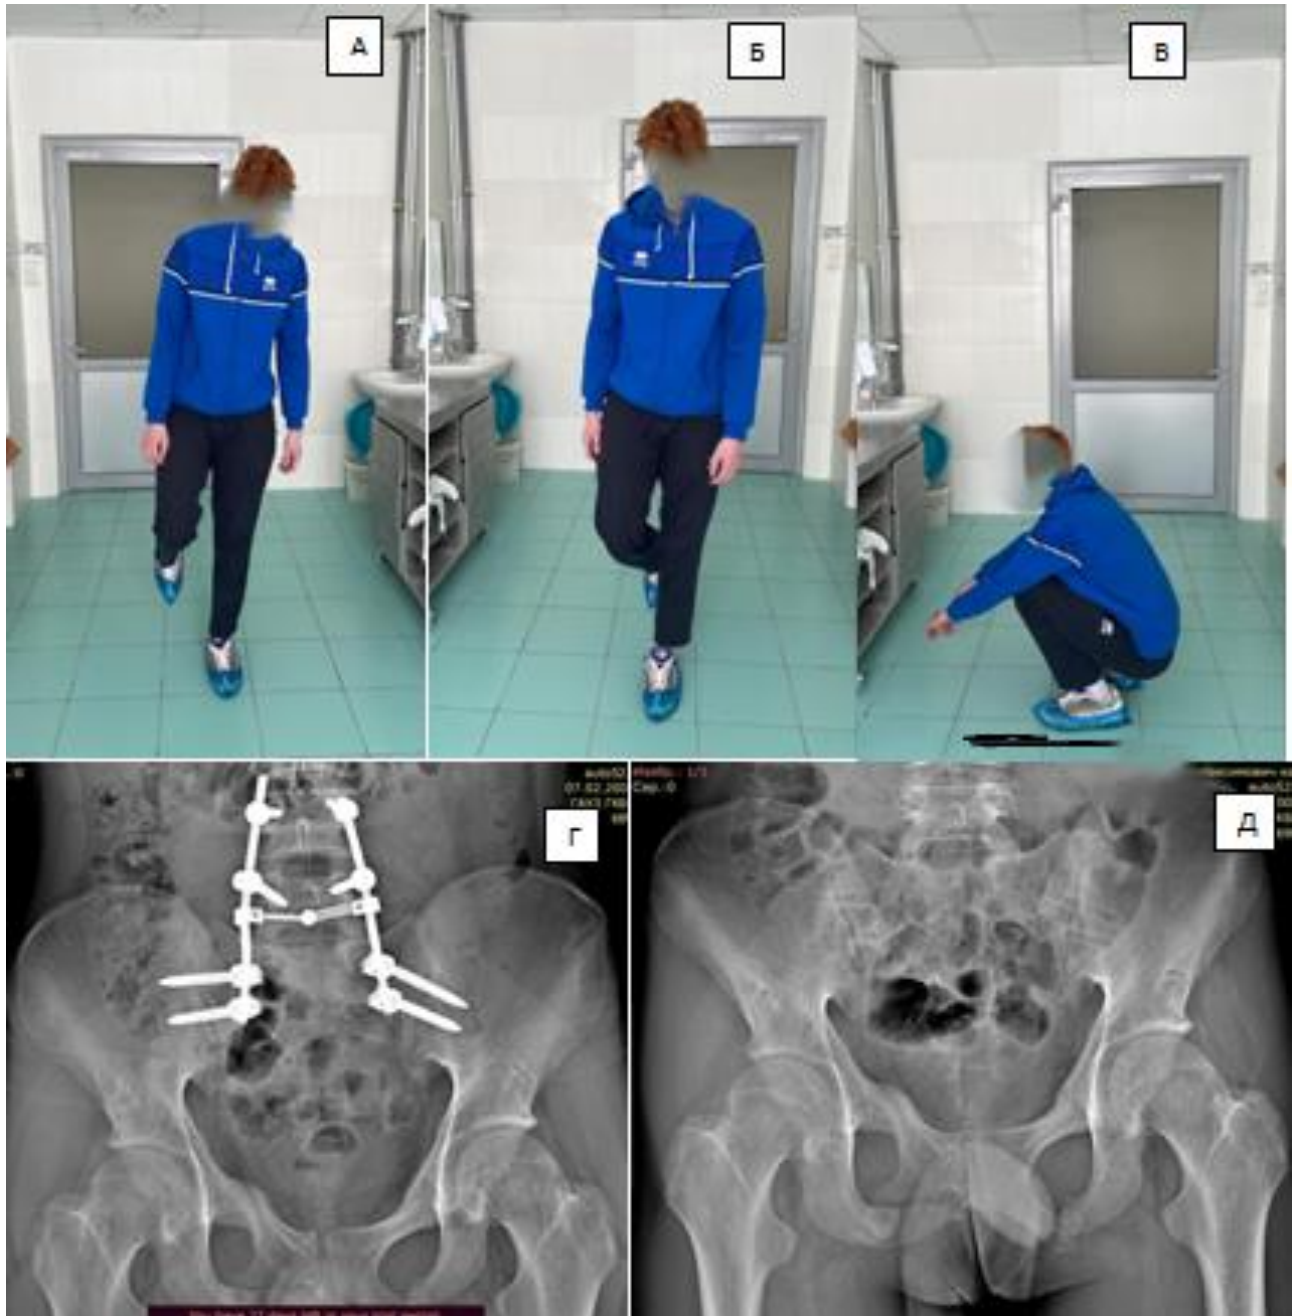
Внешний вид и функциональные возможности пациента Б. (А-В), Рентгенограммы пояснично-тазовой области (Г) до и (Д) после удаления металлофиксаторов через год после травмы.
